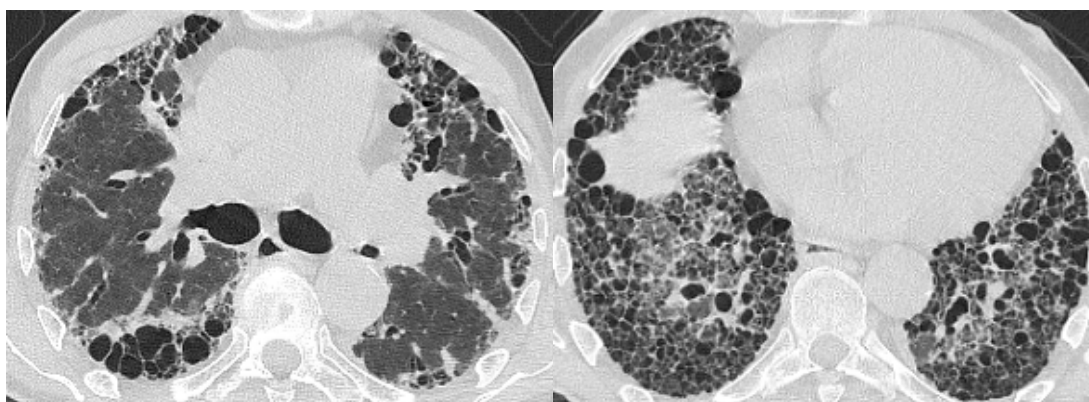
и 2c. КТ ОГК пациента с ИЛФ (срез на уровне бифуркации трахеи и нижних долей легких)
